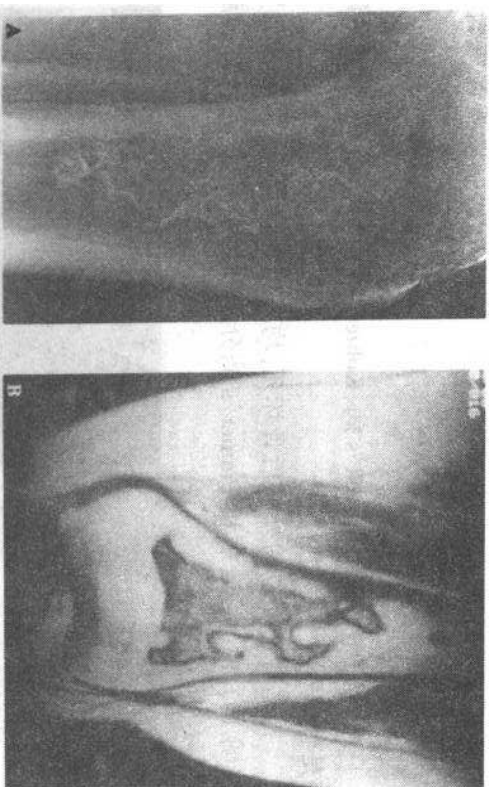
A 胫骨近端骨梗死,病人是一位嗜酒者,胫骨近端边缘性匍行样钙化。B 股骨近端骨梗死—MRI, T1 加权像显示在梗死的髓质骨中有异常骨髓信号,周边环境弱信号的匍行性钙化环
